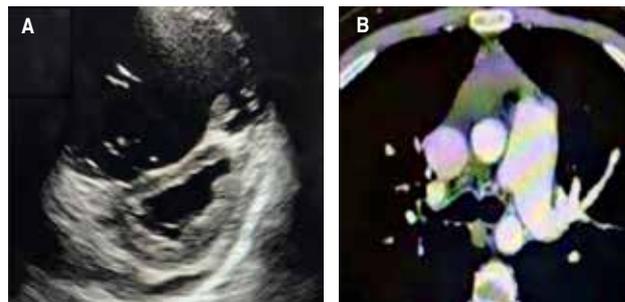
A) Ecocardiograma transtorácico con dilatación del ventrículo derecho. B) AngioTAC con defecto de llenado secundario a trombosis. Presencia de embolia periférica y crónica.
